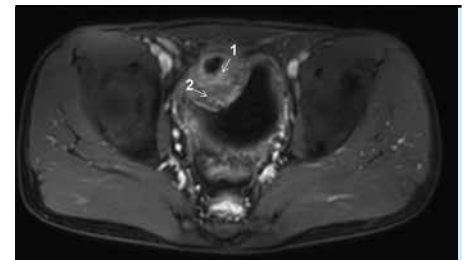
MRI obraz – koronárny rez brušnou dutinou so zobrazením zhrubnutej steny ilea (1), deformovaná stena močového mechúra (2)
